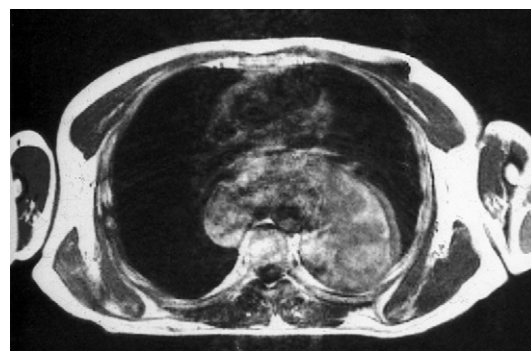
Liposarcome myxoïde du médiastin postéro-inférieur. En IRM : signal élevé et hétérogène en pondération T1.
